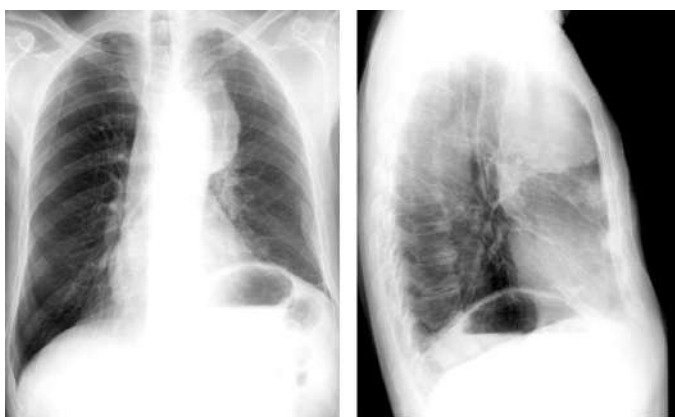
Masa parcialmente definida en mediastino anterior, con bordes regulares que ocasiona abombamiento del contorno mediastínico superior izquierdo. La TC y estudio histopatológico demostró que se trataba de un Timoma.
